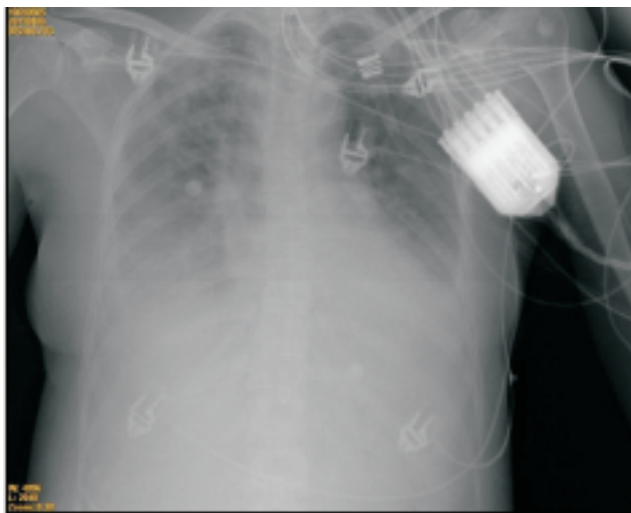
Radiografía de tórax tomada tras ingreso en UCI en la que se observa aumento de la trama y derrame pleural bilateral
